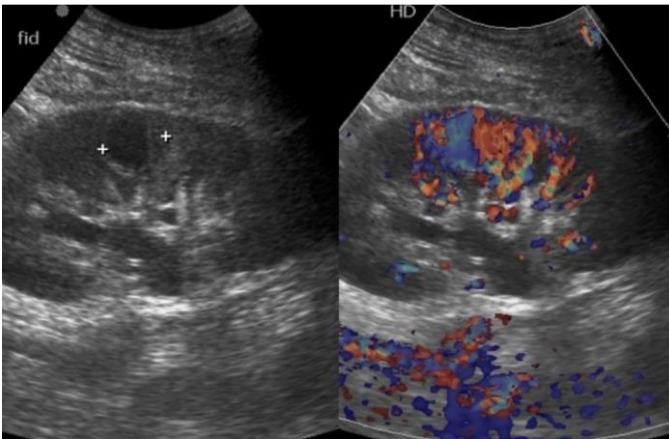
La imagen en modo B muestra una imagen anecoica de estructura redonda en el tercio medio del riñón. Las imágenes Doppler color muestran aliasing focal de color, que indica alta velocidad en la fístula arteriovenosa, y manchas azules y rojas circundantes que indican un soplo de tejido blando causado por la vibración del tejido.²
